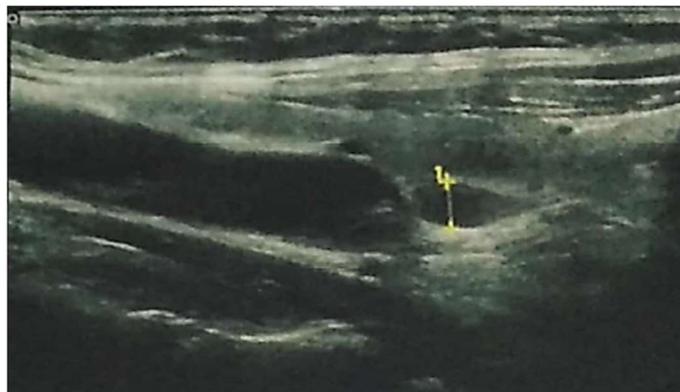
Aspect échographique d'un adénome parathyroïdien polaire inférieur droit (source : auteur).
